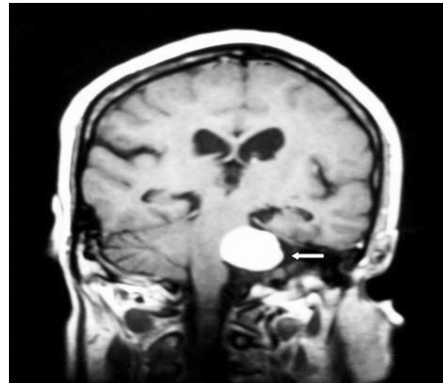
女,51 岁,脑干肿瘤,头颅加强 CT 示,脑干处有一椭圆形肿物(箭头所指)压迫脑干
